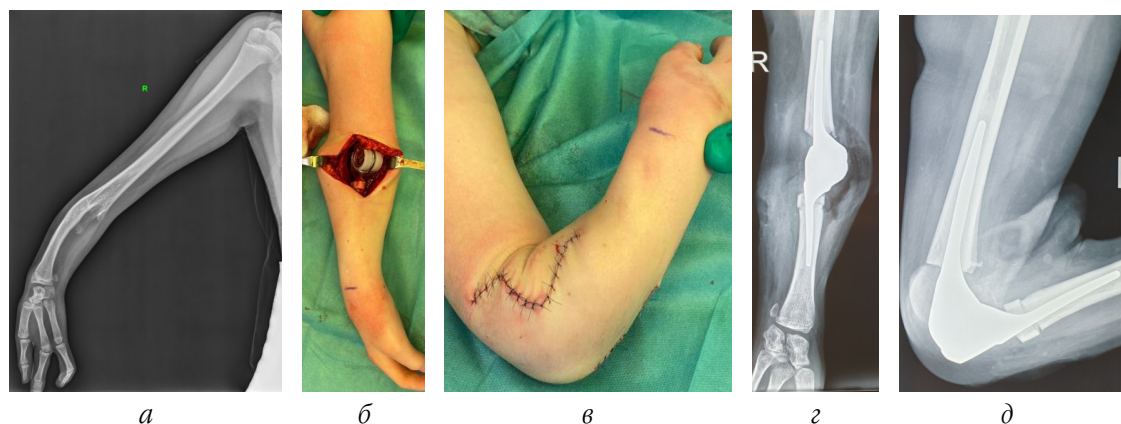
Пациент Б.: а – рентгенограмма верхней конечности до проведения эндопротезирования локтевого сустава; б, в – внешний вид верхней конечности после установки индивидуального эндопротеза локтевого сустава; г, д – рентгенограммы верхней конечности после установки индивидуального эндопротеза локтевого сустава
